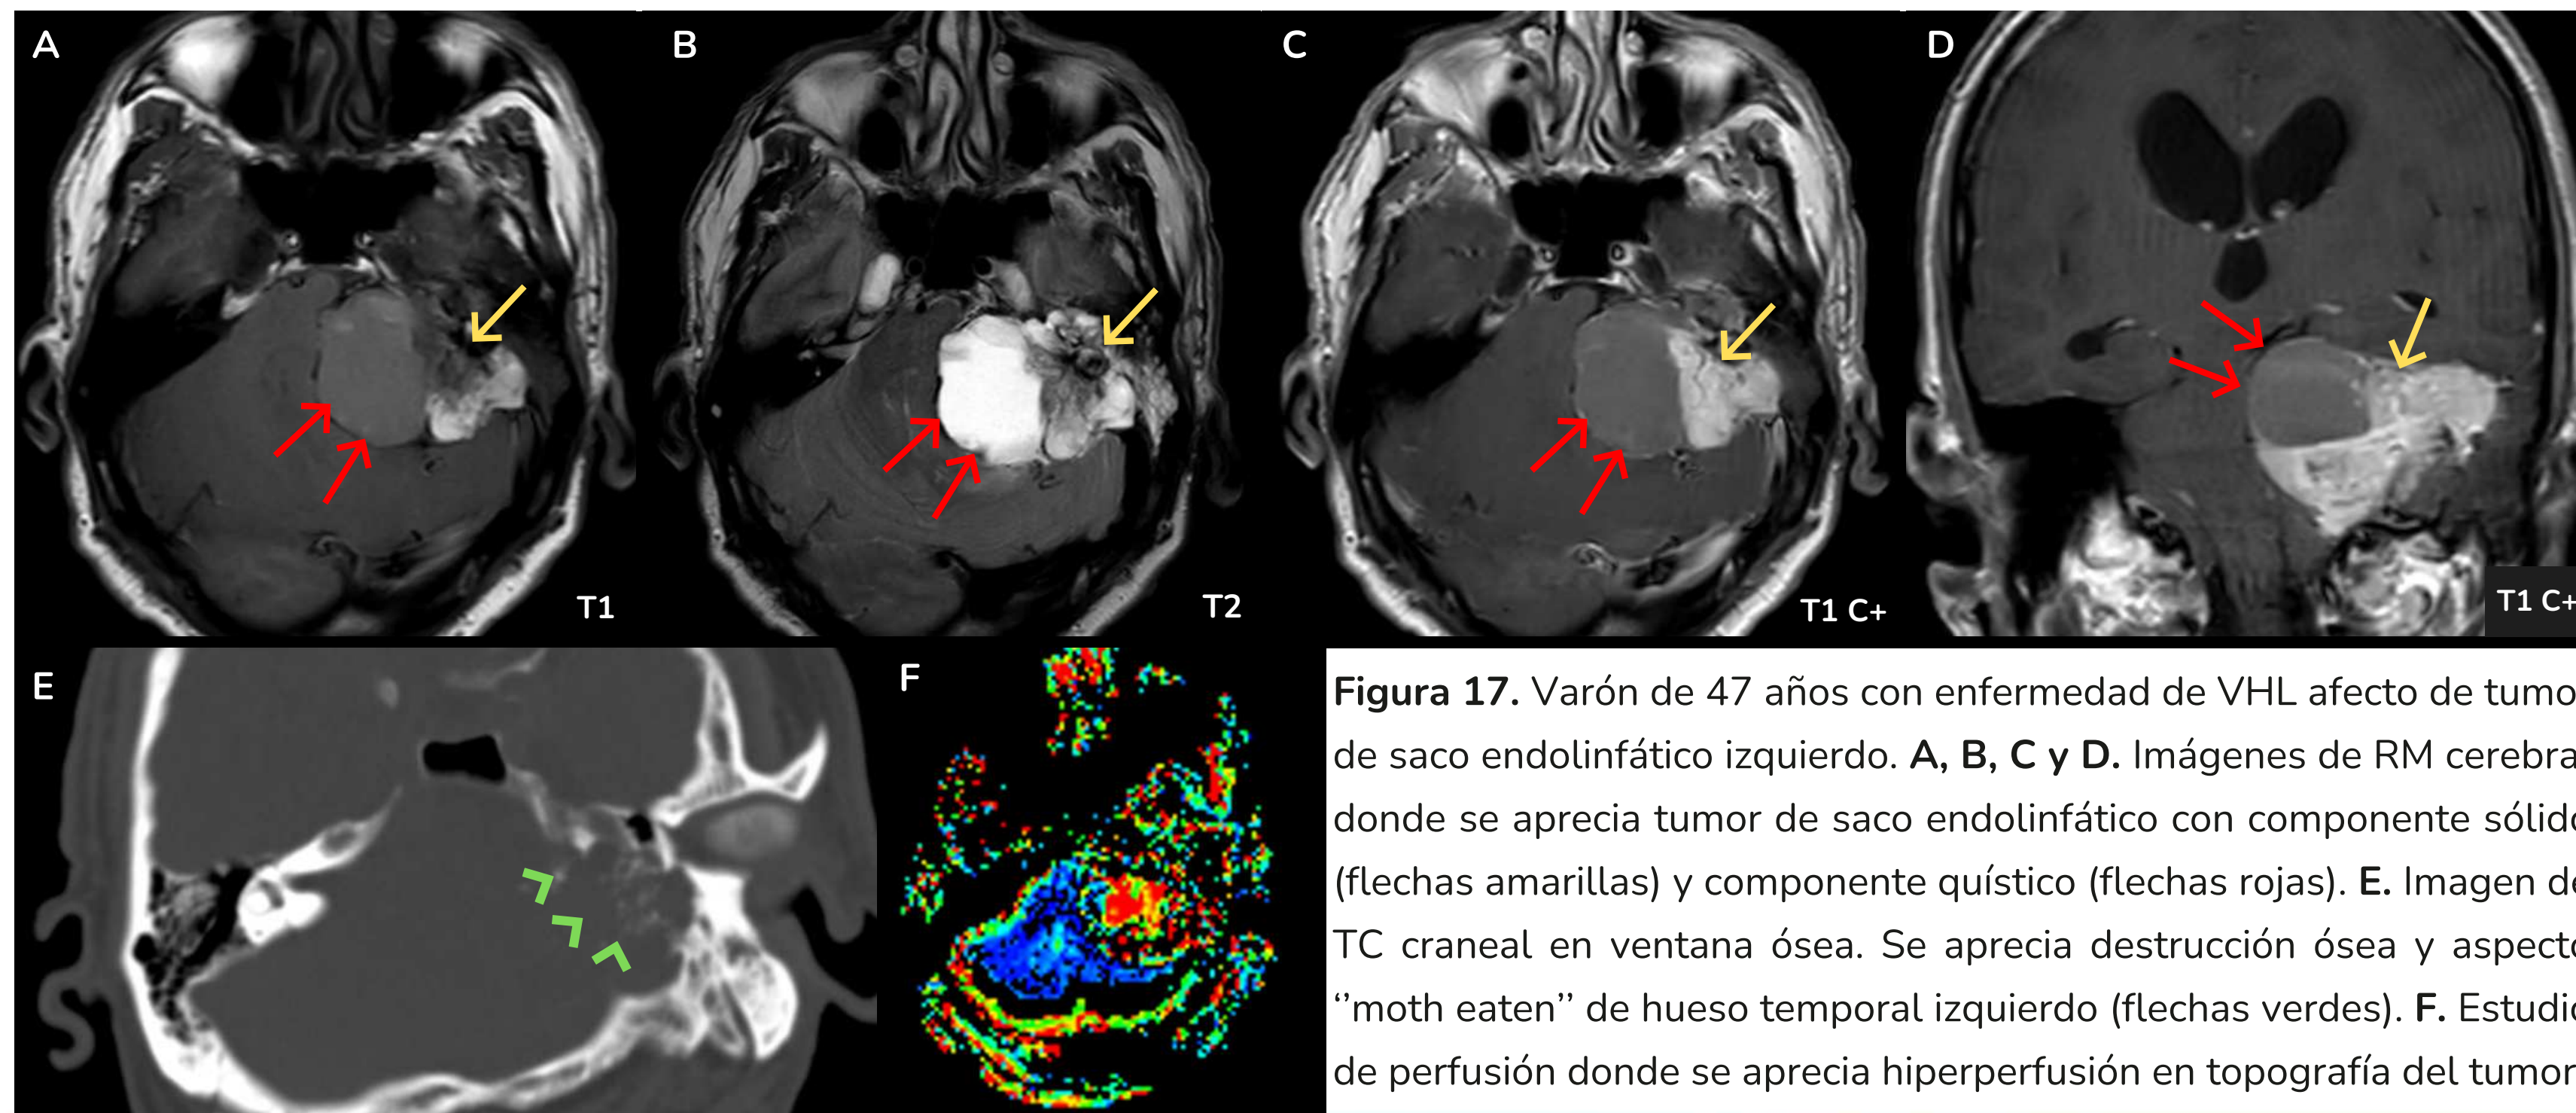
Varón de 47 años con enfermedad de VHL afecto de tumor de saco endolinfático izquierdo. A, B, C y D. Imágenes de RM cerebral donde se aprecia tumor de saco endolinfático con componente sólido (flechas amarillas) y componente quístico (flechas rojas). E. Imagen de TC craneal en ventana ósea. Se aprecia destrucción ósea y aspecto "moth eaten" de hueso temporal izquierdo (flechas verdes). F. Estudio de perfusión donde se aprecia hiperperfusión en topografía del tumor
